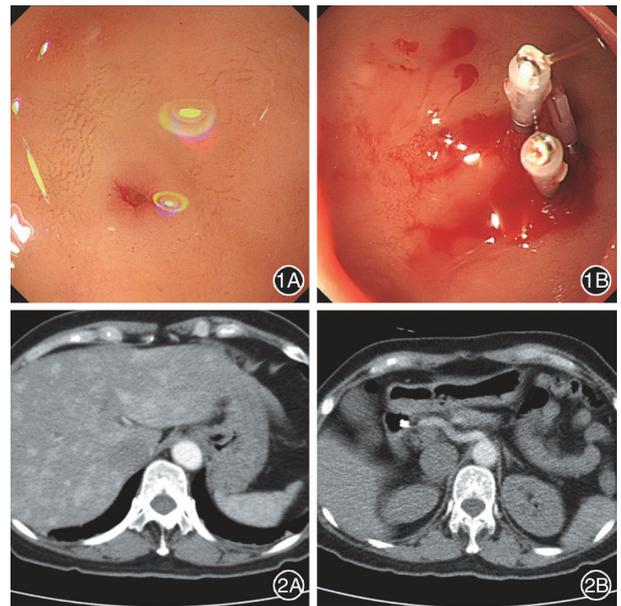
急诊胃镜 1A:十二指肠球部前壁可见一处血管残端,周围黏膜未见溃疡,底部可见波动感;1B:给予 3 枚钛夹夹闭止血,夹闭过程中少量出血,观察血止后退镜 图 2 腹盆腔增强 CT 2A:肝实质动脉期弥漫异常强化,考虑动静脉瘘可能大; 2B:遗胃窦部黏膜及黏膜下可见一粗大动脉
